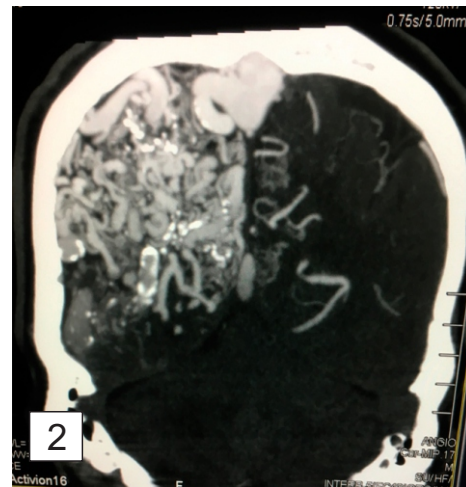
TAC Corte Coronal
